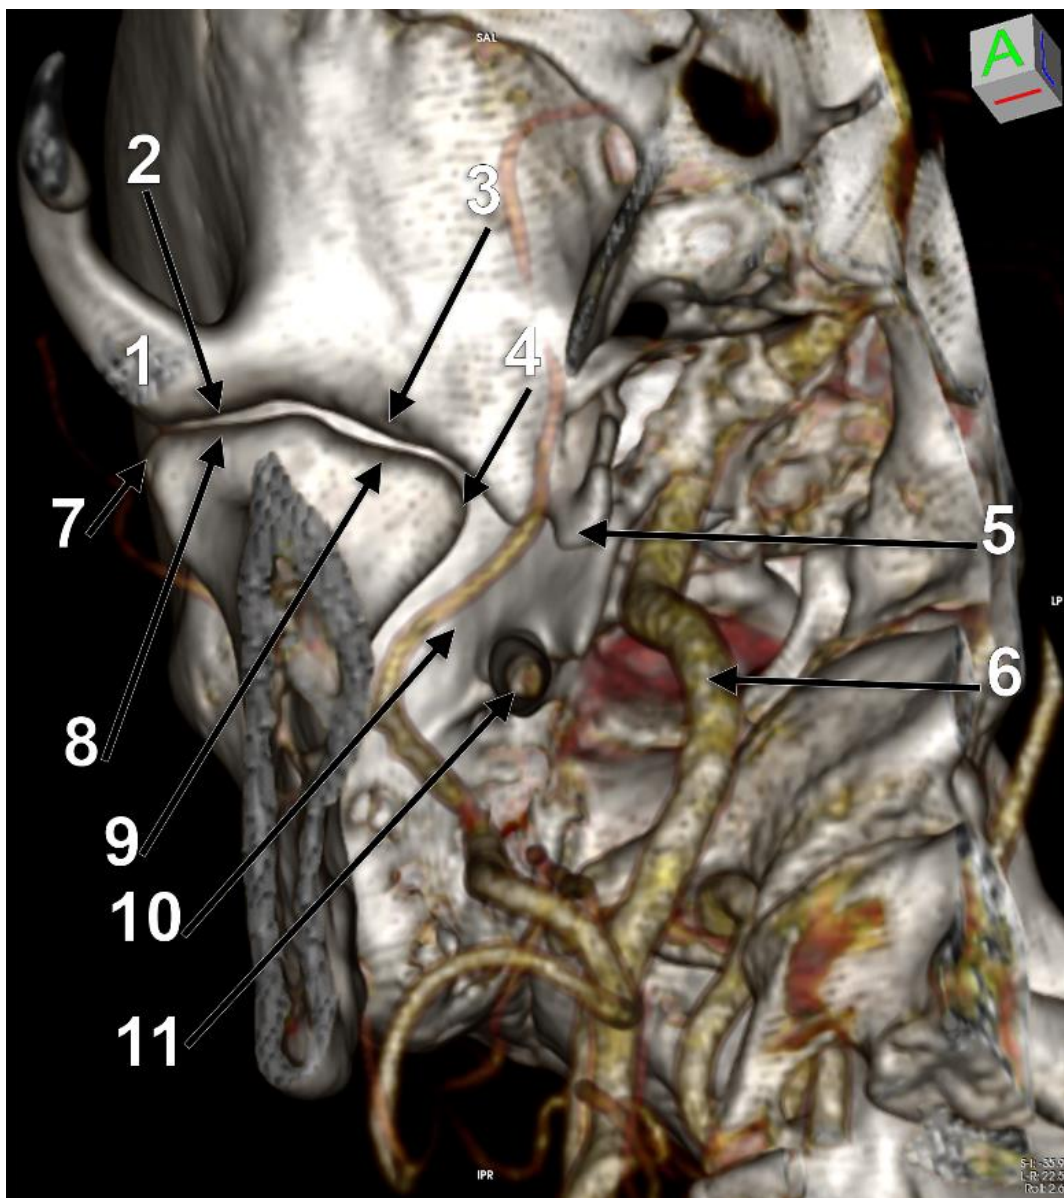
Vedere antero-inferioară a componentelor osoase ale articulației temporomandibulare drepte. Randare tridimensională CT. 1.tuberculul zigomatic anterior; 2.porțiunea laterală a tuberculului articular; 3.porțiunea medială a tuberculului articular; 4.tuberculul condilian intern; 5.spina sfenoidului; 6.a.carotidă internă; 7.tuberculul condilian extern; 8.panta laterală a versantului anterior condilian; 9.panta medială a versantului anterior condilian; 10.placa timpanică; 11.procesul stiloid.
